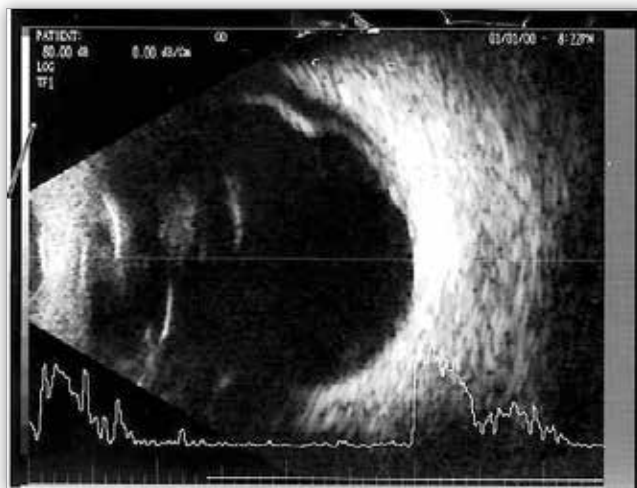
USG gałek ocznych po operacji – pacjent lat 17.
